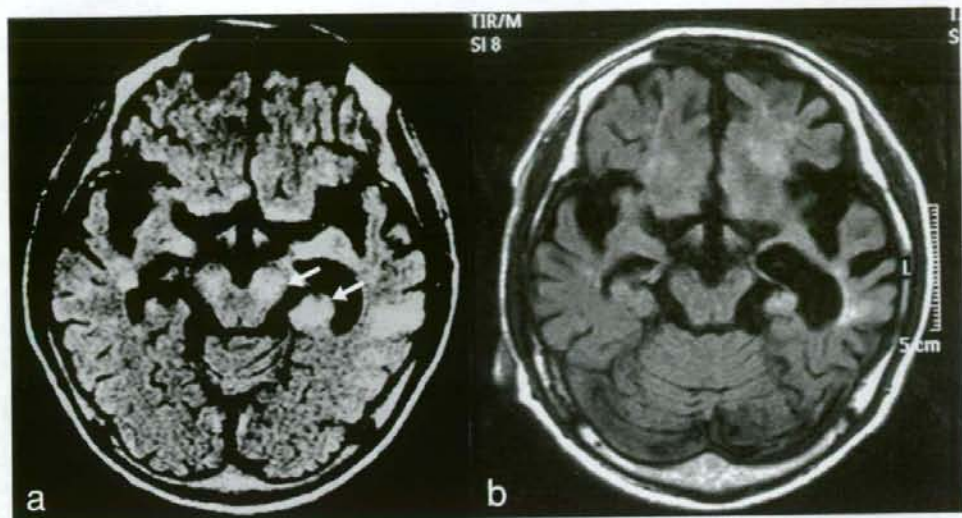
日本脳炎のMRI FLAIR画像(46歳男性例)
